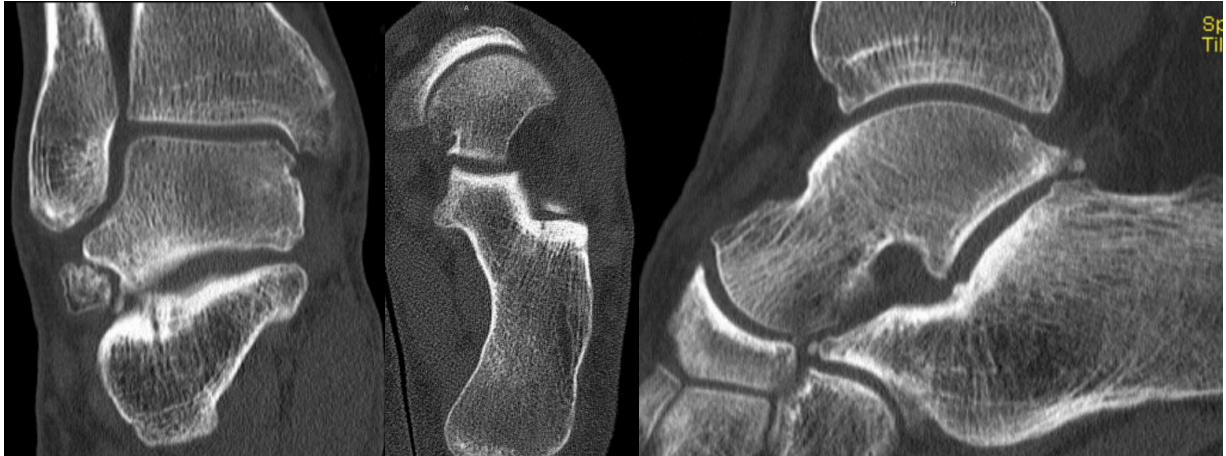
COMPUTERTOMOGRAPHIE ERGEBNIS „GUT“ Die Abbildung zeigt in coronarer, axialer und sagittaler CT Schichtung ein Beispiel für ein gutes Ergebnis
